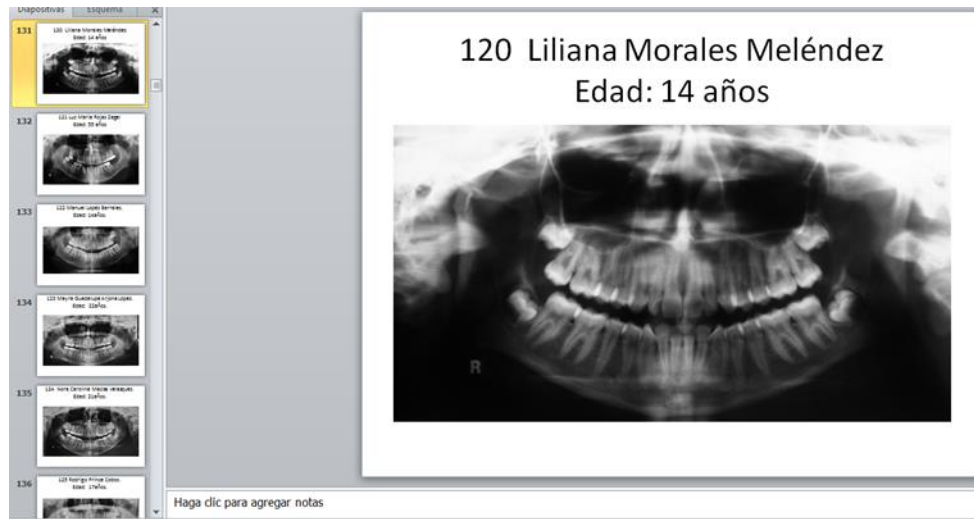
Muestra las radiografías panorámicas en la presentación de Power Point.
